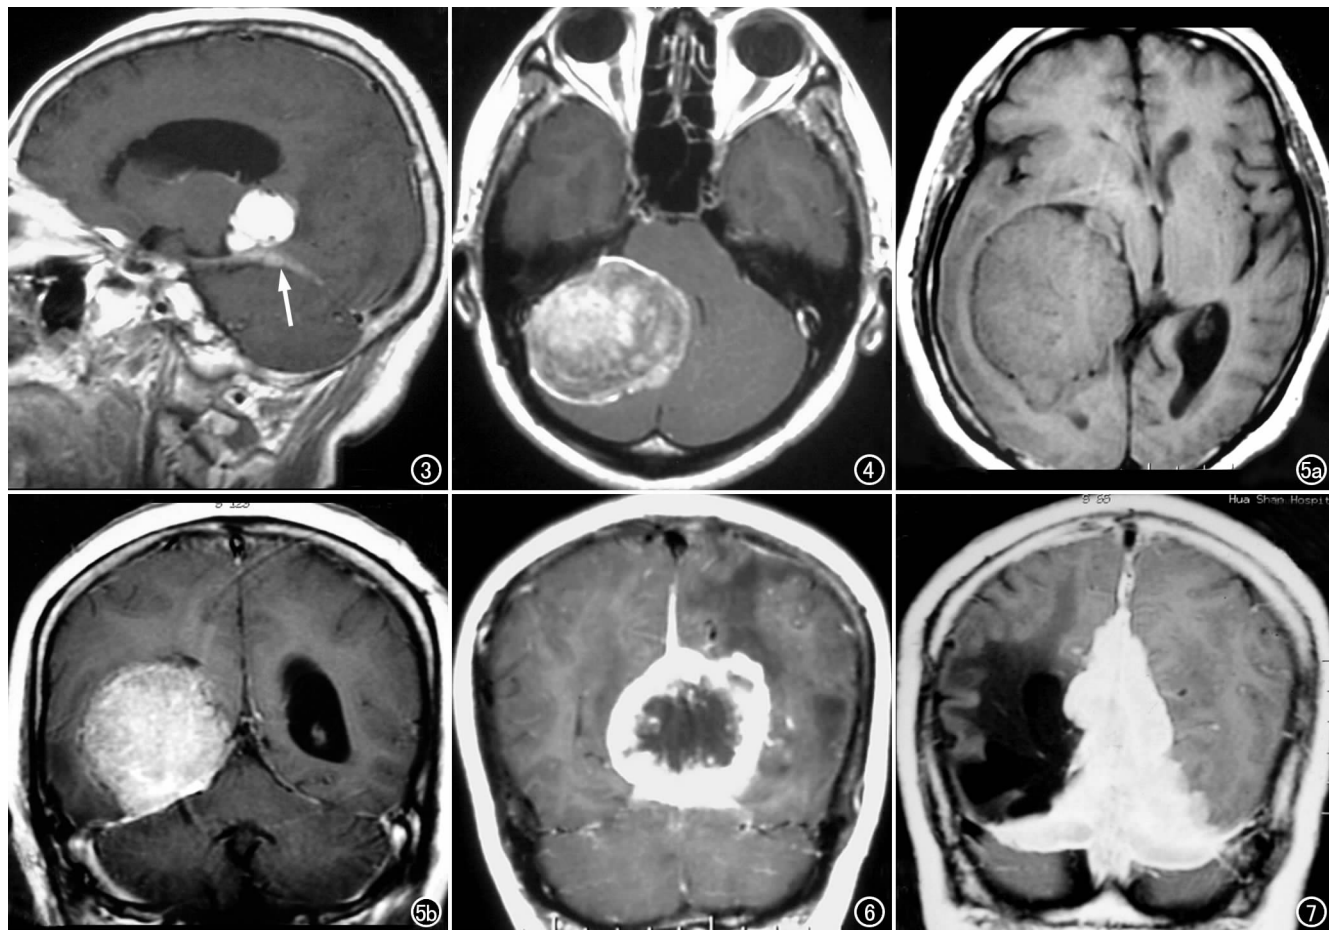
幕上脑膜瘤(血管瘤型)。MR增强扫描示肿瘤位于松果体区,附着处天幕强化,见脑膜尾征(箭)。图4 幕下脑膜瘤(纤维型)。MRI增强扫描示肿瘤不均匀强化,边缘强化明显。图5 幕上脑膜瘤。a) MRI平扫示肿瘤似位于脑室内;b) 冠状面增强扫描示其天幕起源,可见脑膜尾征。图6 幕上脑膜瘤(纤维型)。MRI示肿瘤同时累及大脑镰,呈环形强化,见脑膜尾征。图7 天幕脑膜瘤复发(间变性)。MRI示肿瘤强化明显,见脑膜尾征,同时累及天幕和大脑镰。
